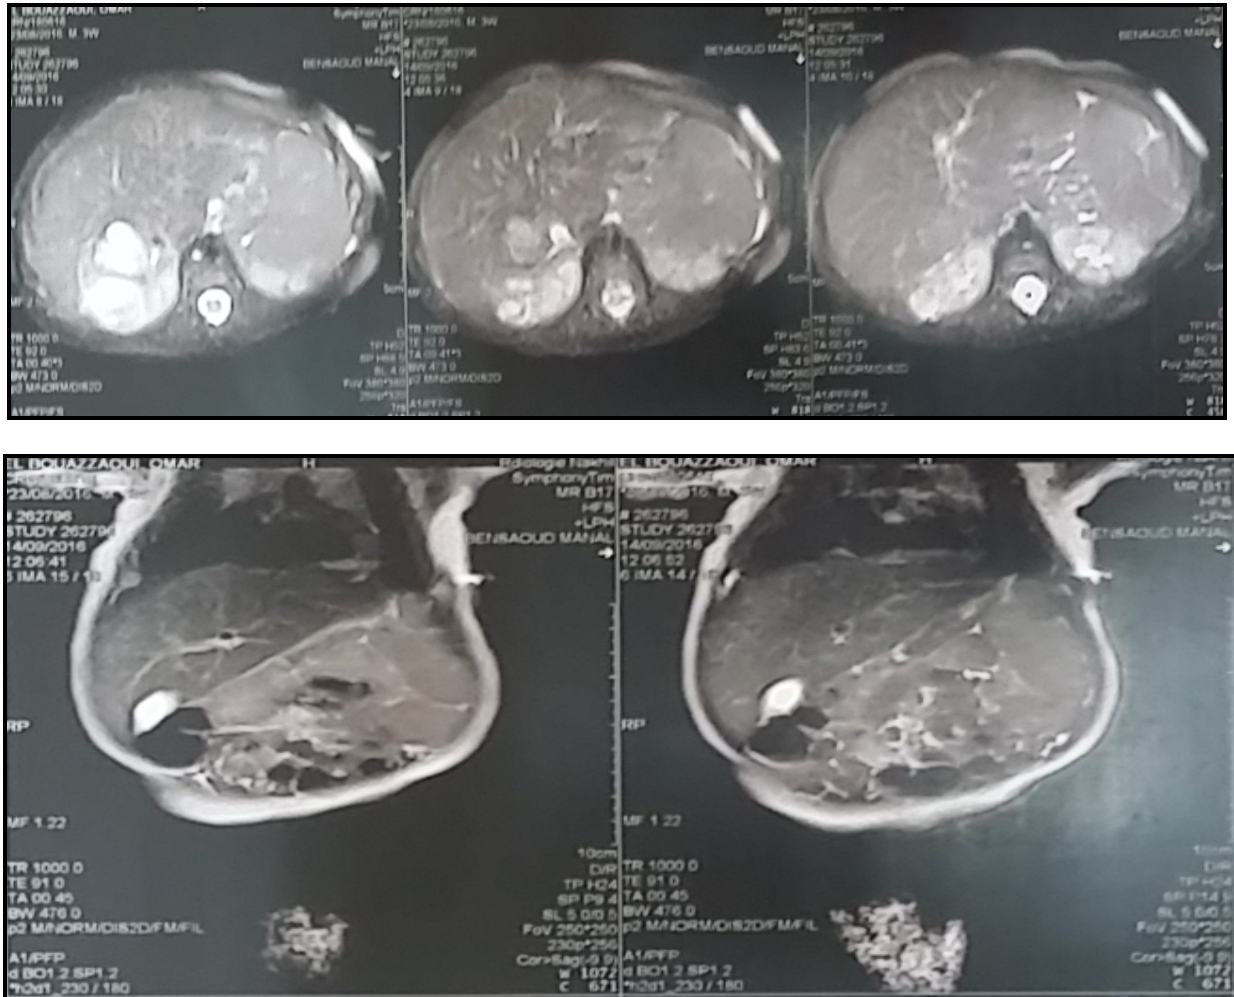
Coupes IRM avec injection objectivant une masse hépatique de 46 x 31 mm de diamètre transverse, s'étendant sur une hauteur de 26 mm, se traduisant sous-forme d'un hypersignal franc et hétérogène en T2, hypersignal en diffusion.
